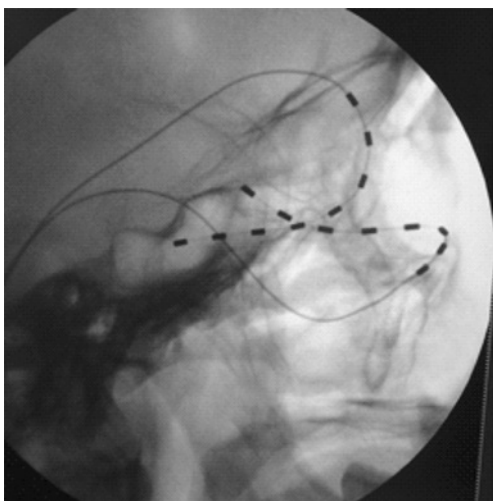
Пациент М., 70 лет. Рентгенологическая картина положения электродов в орбите и височной области.
